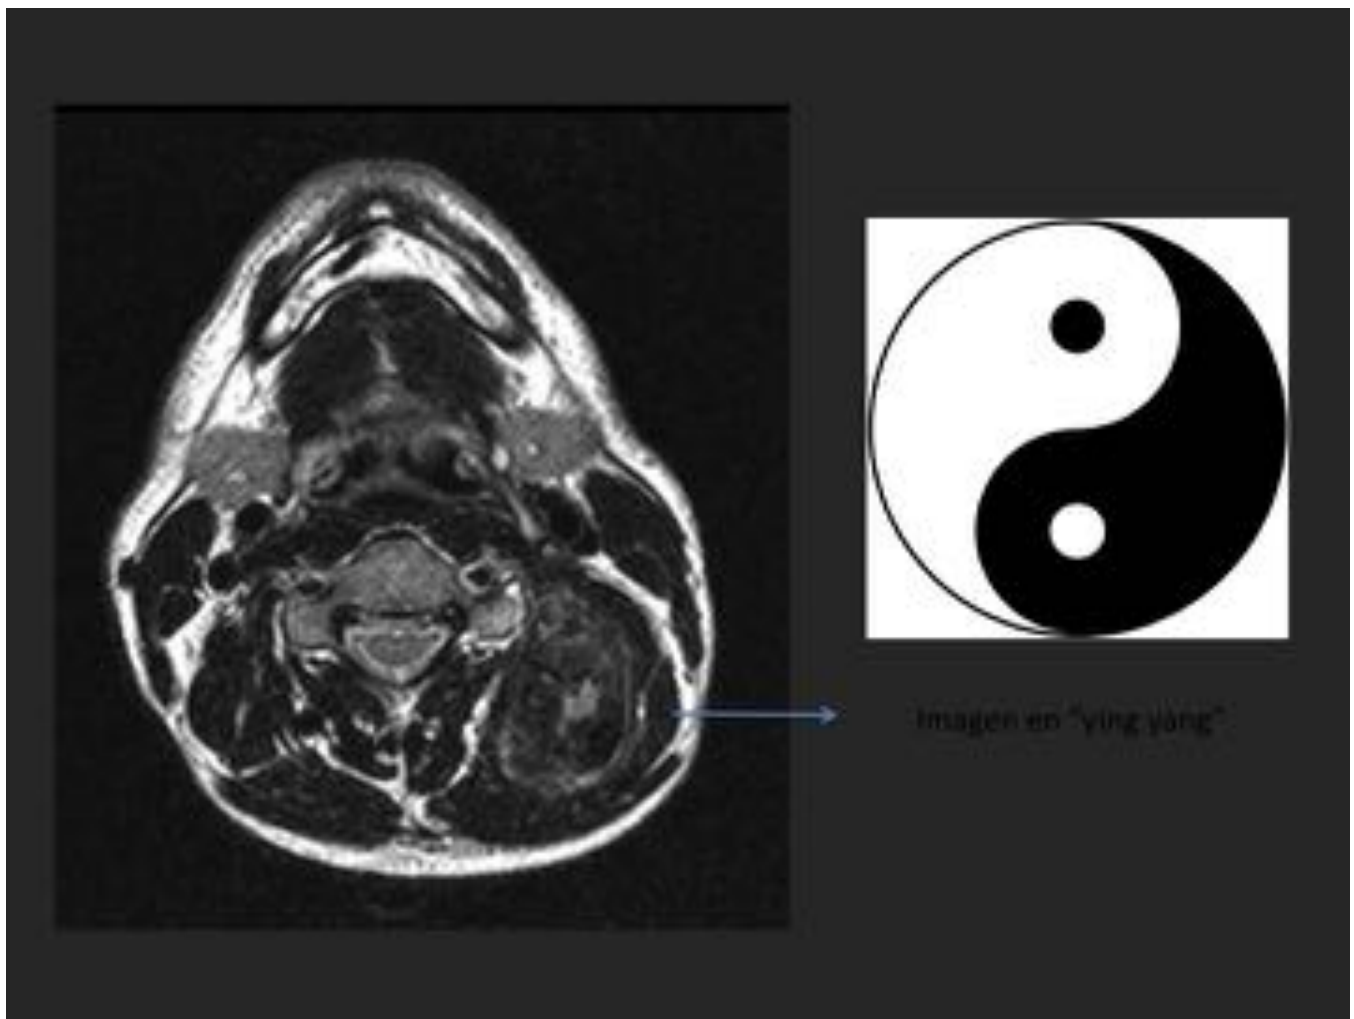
RM: T2W2, CORTE AXIAL. Se observa lesión bien delimitada , occipital izquierda, heterogénea, con apariencia de ying yang.
